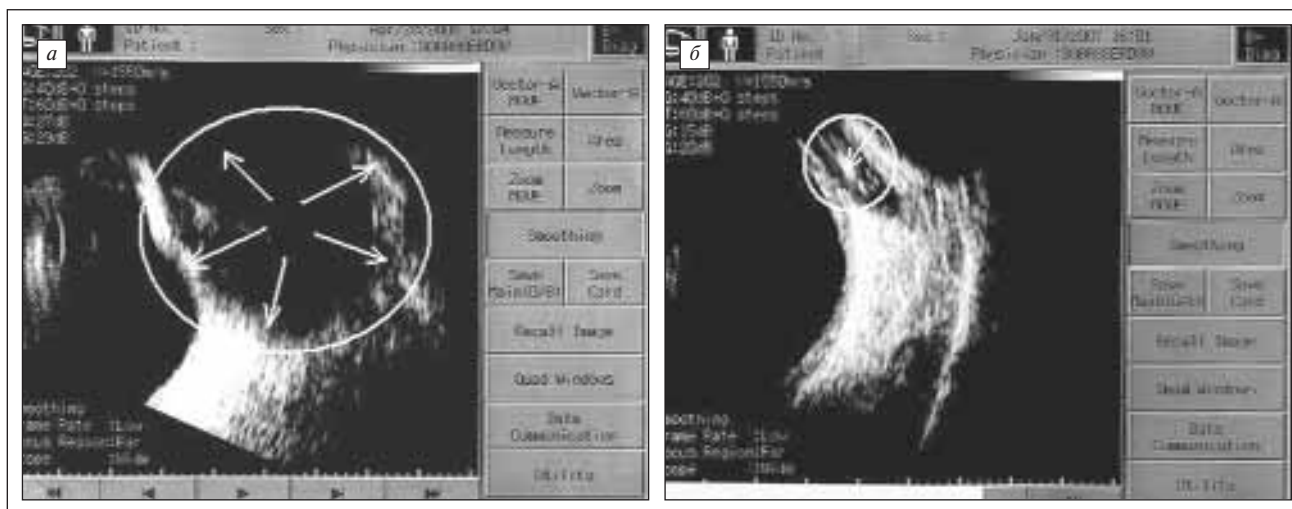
УЗИ орбиты до (а) и после (б) лечения. Стрелками указана «плюс-ткань»
